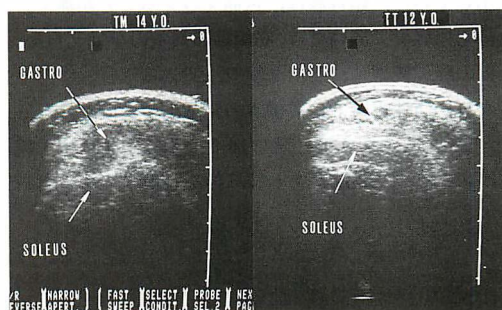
Becker 筋ジストロフィーの下腿後方からの超音波画像、弟(右)では筋組織の echogenicity が、兄(左)に比べて、さらに増強している。
